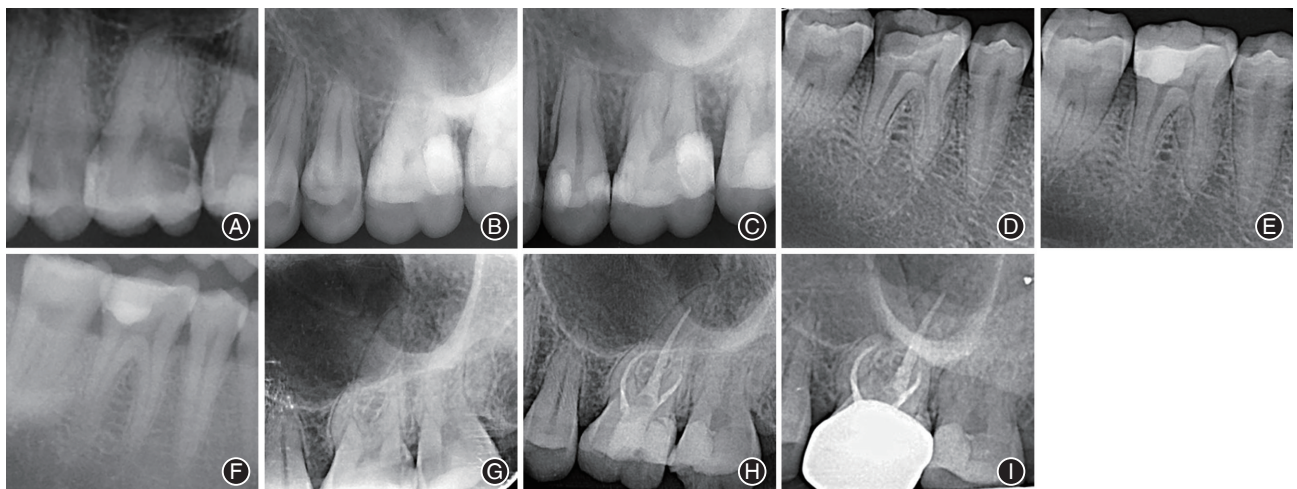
深龋恒牙经选择性去龋和完全去龋技术治疗的影像学资料 A:26选择性去龋术前X线片;B:26选择性去龋后行间接盖髓术的术后即刻X线片;C:26选择性去龋术后半年复查X线片;D:46完全去龋的术前X线片;E:46完全去龋后行间接盖髓术的术后即刻X线片;F:46完全去龋术后半年复查X线片;G:27完全去龋的术前X线片;H:27完全去龋后行直接盖髓术的术后即刻X线片;I:27完全去龋术后半年复查X线片。
